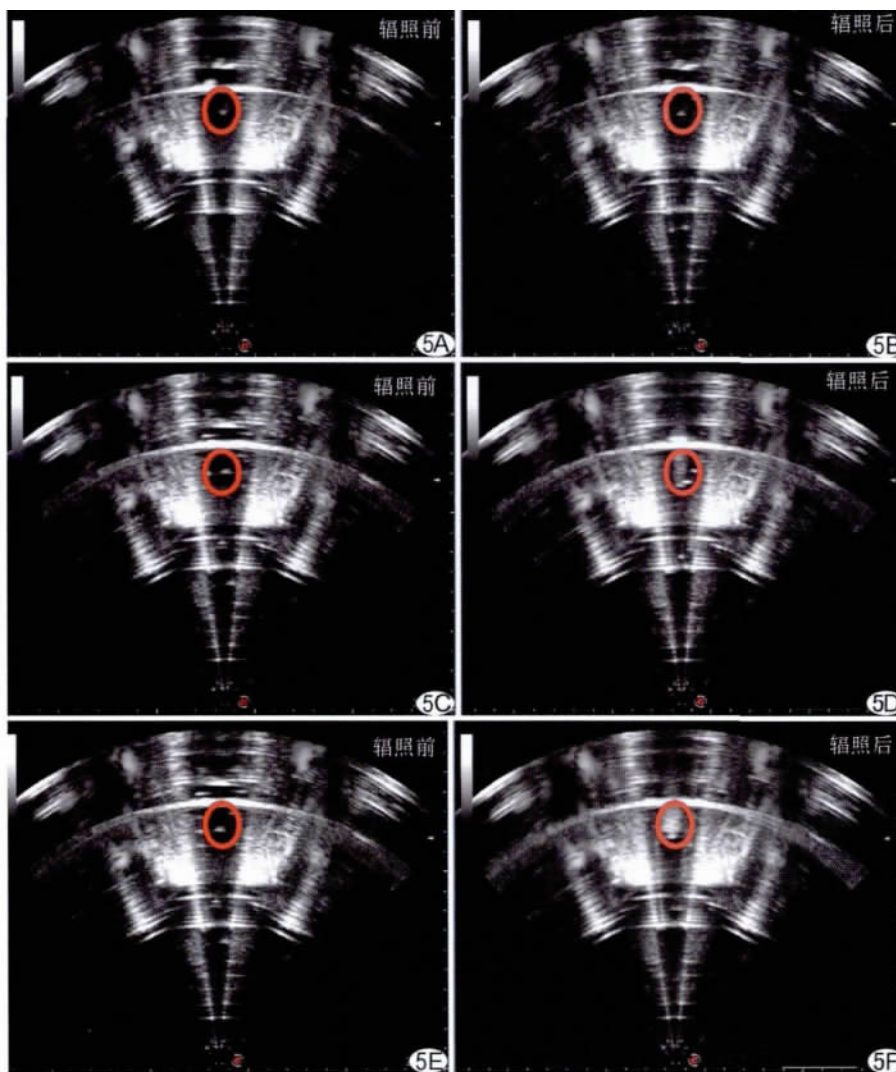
HIFU 作用后超声成像 经 HIFU 辐照后,PBS 组(A、B)、PFH/PLGA 组(C、D)及 s-PFH/PLGA 组(E、F)回声强度不同程度增加,s-PFH/PLGA 组(C)最为明显 (红色圆圈内为显像区域)
